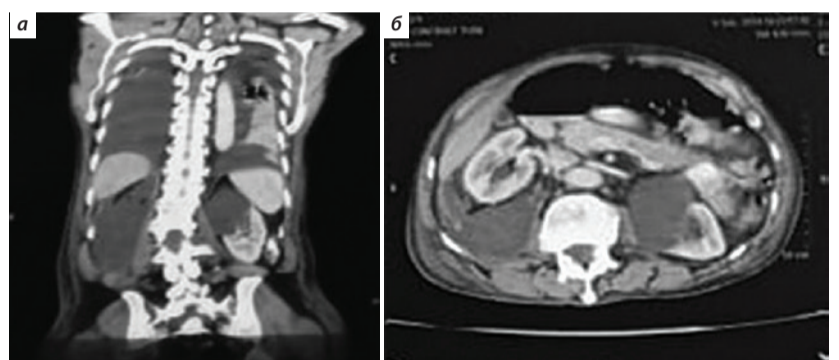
Компьютерная томография органов грудной клетки и брюшной полости (а, б)
